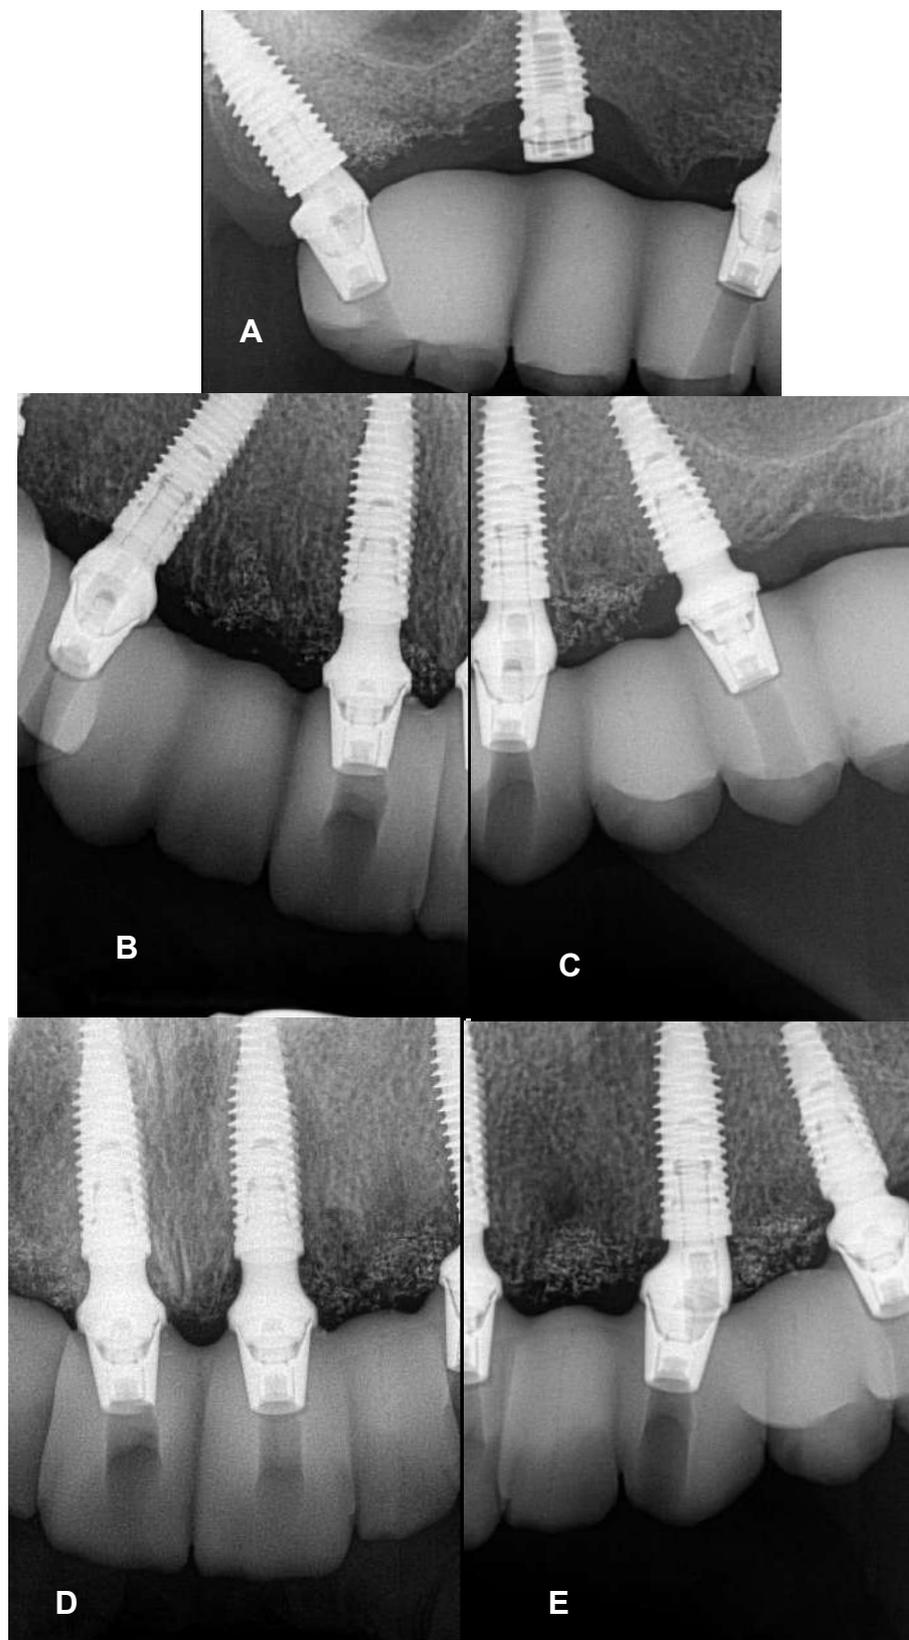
A, B, C, D e E – Radiografias periapicais do protótipo
